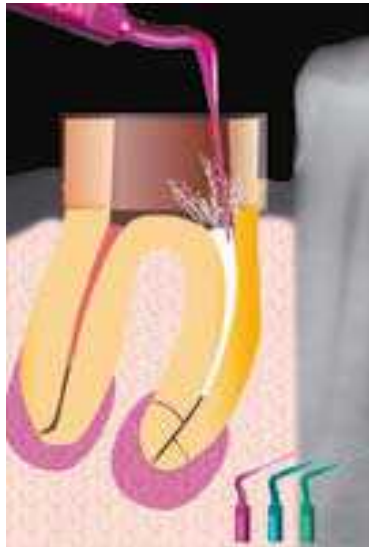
Sous contrôle visuel, le ciment insoluble est supprimé à l'aide d'inserts ultrasonores, avec beaucoup de précautions (63)
